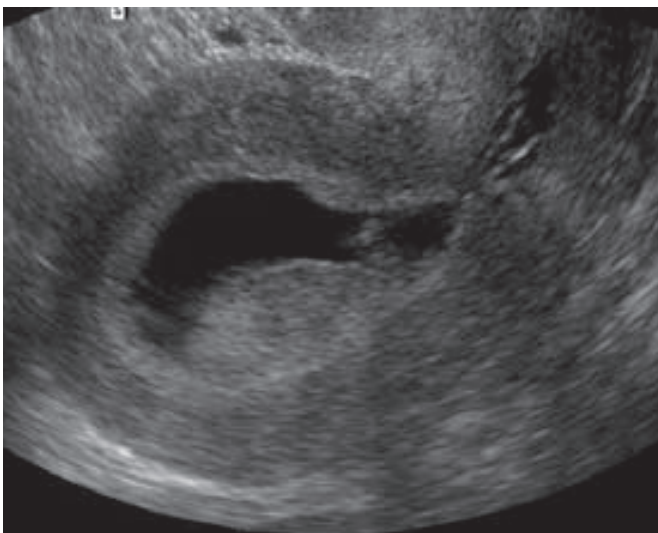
Ecografía con solución salina que delimita el tamaño y la calidad de este tumor endometrial. (Cortesía de la Dra. Elysia Moschos.)
